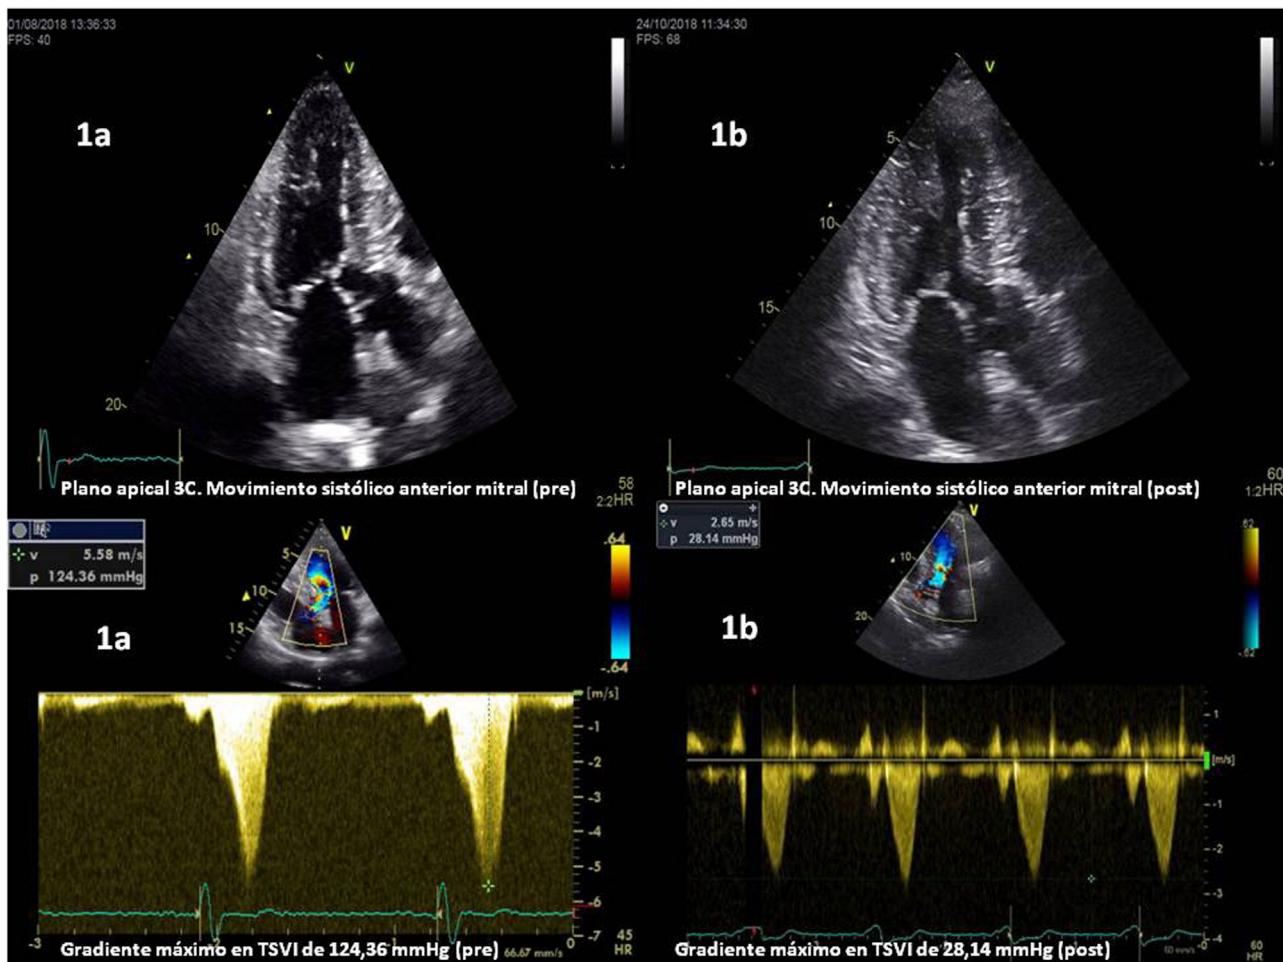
a) Ecocardiograma plano apical 3 cámaras, movimiento sistólico anterior mitral y gradiente en tracto de salida de ventrículo izquierdo antes del tratamiento; b) Ecocardiograma plano apical 3 cámaras, movimiento sistólico anterior mitral y gradiente en tracto de salida de ventrículo izquierdo tras el implante de marcapasos e inicio de tratamiento.
